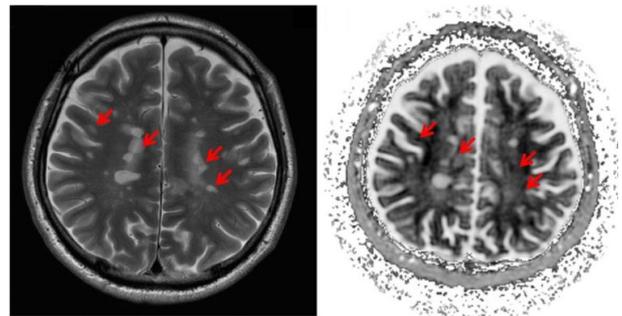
患者の従来のMRI（左）と開発した髄鞘MRI（右）
